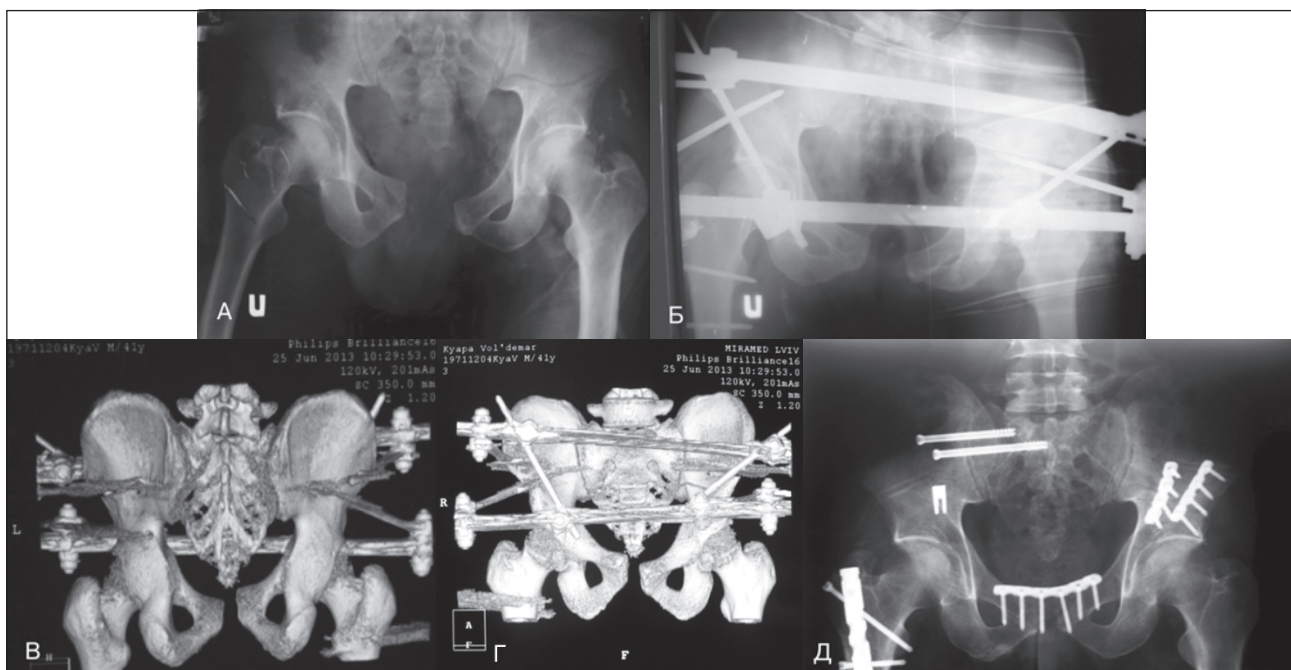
Фотовідбитки рентгенограм таза та КТ хворого К., 43 р., історія хвороби № 3487: А — пошкодження цілісності переднього та заднього півкільця, поперечний перелом крила таза зліва; Б — МОС даного перелому апаратом зовнішньої фіксації; В, Г — візуалізація перелому за допомогою 3D-реконструкції; Д — хірургічне втручання, остаточна фіксація переднього та заднього півкільця
